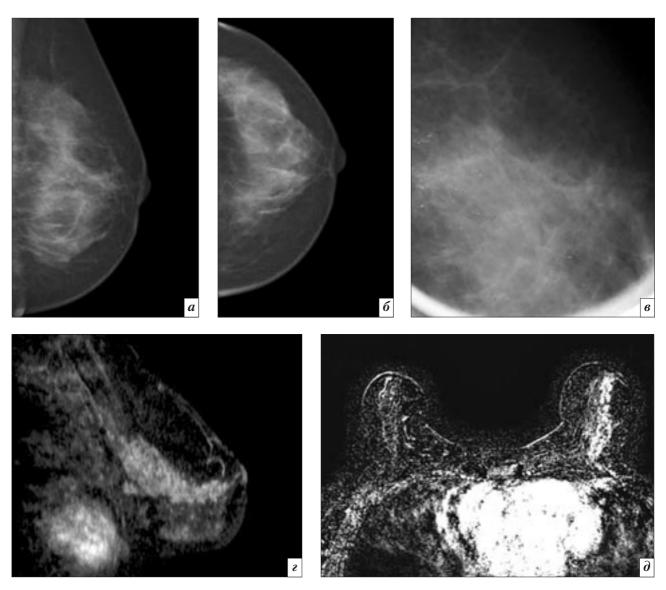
Цифровые рентгенограммы левой молочной железы в краниокаудальной и медиолатеральной проекциях, прицельный снимок с локальным увеличением (a, δ, s) . МРТ молочной железы, импульсная последовательность Т1, сагиттальная и аксиальная проекции, субтракция (\imath, δ) : a, δ — в верхнем наружном квадранте определяется участок скопления микрокальцинатов; s — визуализируются микрокальцинаты типа плоских округлых камней; s — определяется зона регионарного патологического гетерогенного накопления контрастного препарата, соответствующая протоковой карциноме in situ микропапиллярного строения
